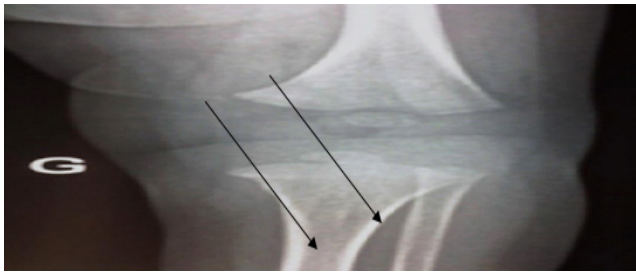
Radiographie standard du genou gauche montrant les points d'ossification tibiale supérieure et fémorale inférieure chez un nouveau-né de 11 jours
